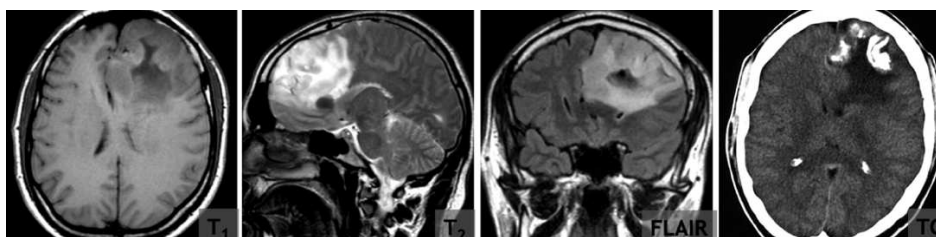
il glioblastoma. Immagini RM [13]
